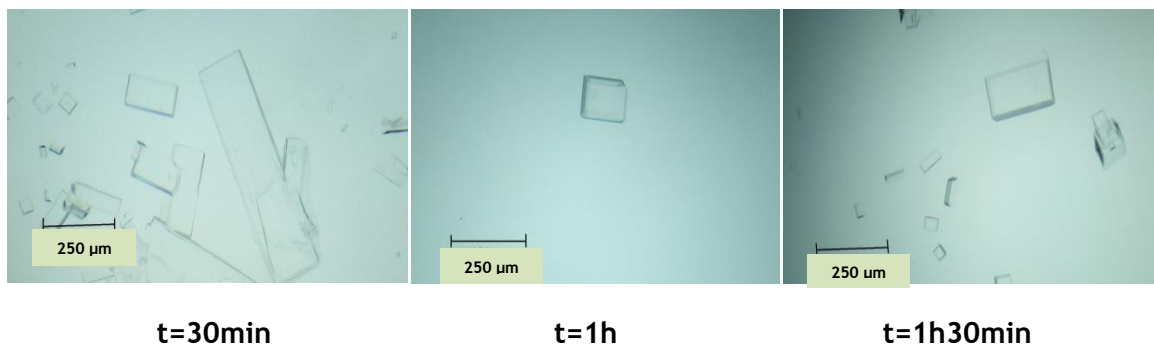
Effet de temps de sonication sur la formation des cristaux de l'acide L+ ascorbique par la méthode d'ultrasons pour T=25 °C.
